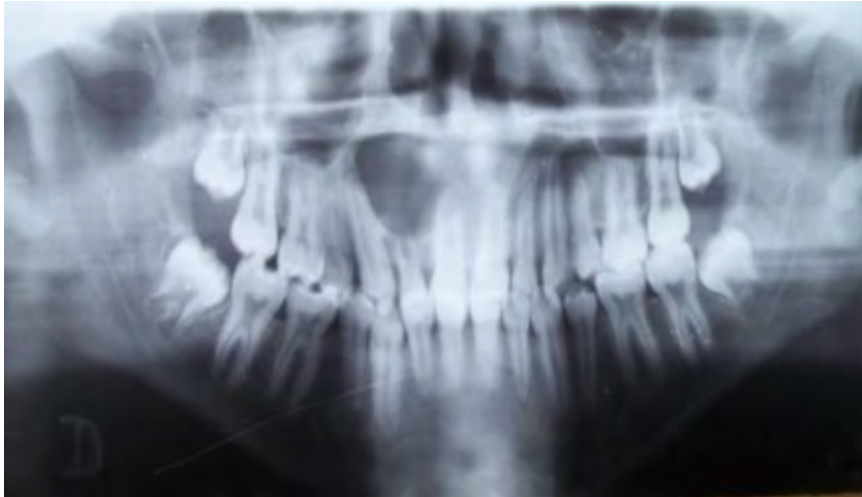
orthopantomogramme montrant une lésion kystique de la 11 à la 14 [21]
